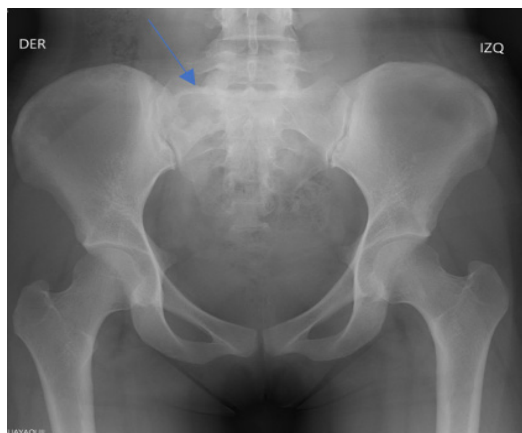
Radiografía AP de pelvis con evidencia de lesión osteolítica irregular en el ala sacra derecha, de 26x21 mm, sin evidencia de fracturas ni reacción perióstica significativa.
